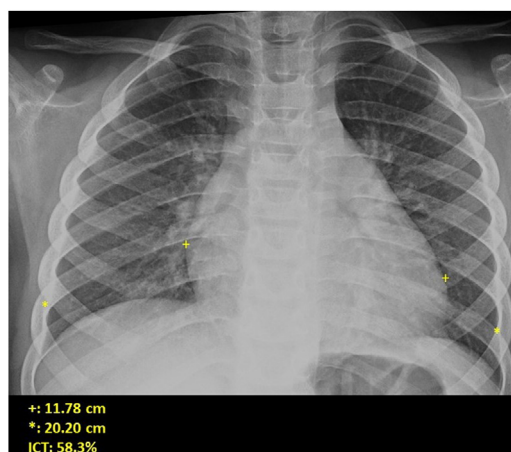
Cardiomegalia y patrón intersticial peribronquial. Radiografía de tórax en la que se observa aumento del índice cardiotorácico por cardiomegalia y engrosamiento peribronquial y patrón intersticial perihiliar como signos de insuficiencia cardíaca.
